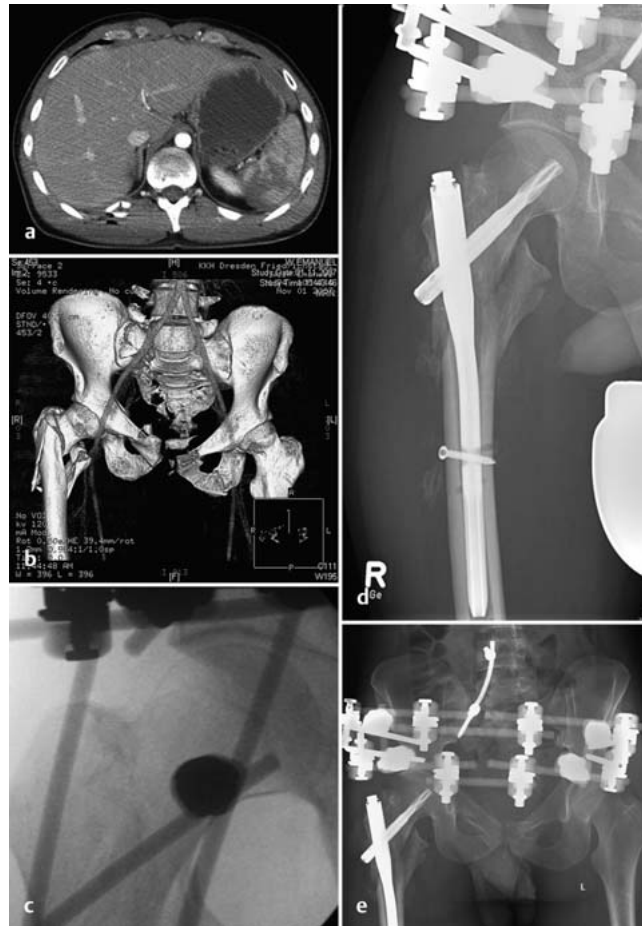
a bis e Fallbeispiel Polytrauma (25 J., männlich). a, b Darstellung der Milzruptur sowie der Typ-C-Verletzung des Beckens im primären CT. c Intraoperative Erweiterung der Fixateurmontage hüftgelenküberbrückend auf den Oberschenkel. d, e Abschlussbefund röntgenologisch. Korrekte Wiederherstellung der Beckensymmetrie mit vertebropelviner Abstützung dorsal und Beckenfixateur ventral. Gute Reposition der proximalen Femurfraktur bei korrekter Lage des PFNa.
